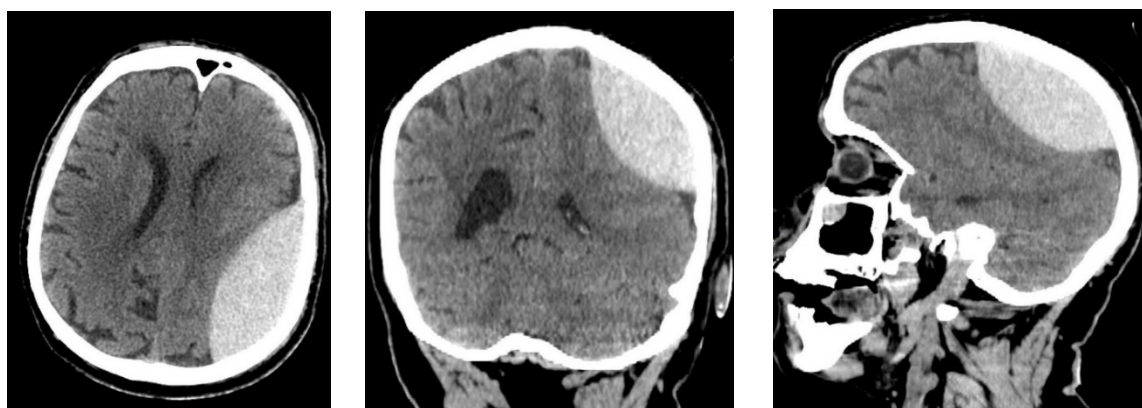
КТ головы от 24.10.2019
